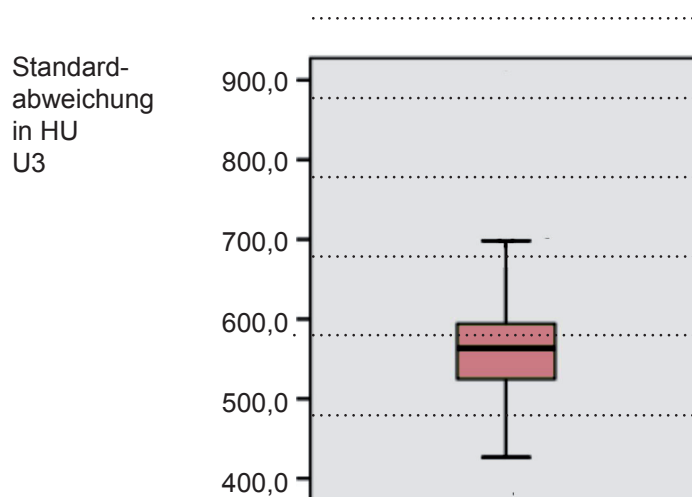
Das Boxplot als Beispiel der Standardabweichung von CT-Untersuchung 3
